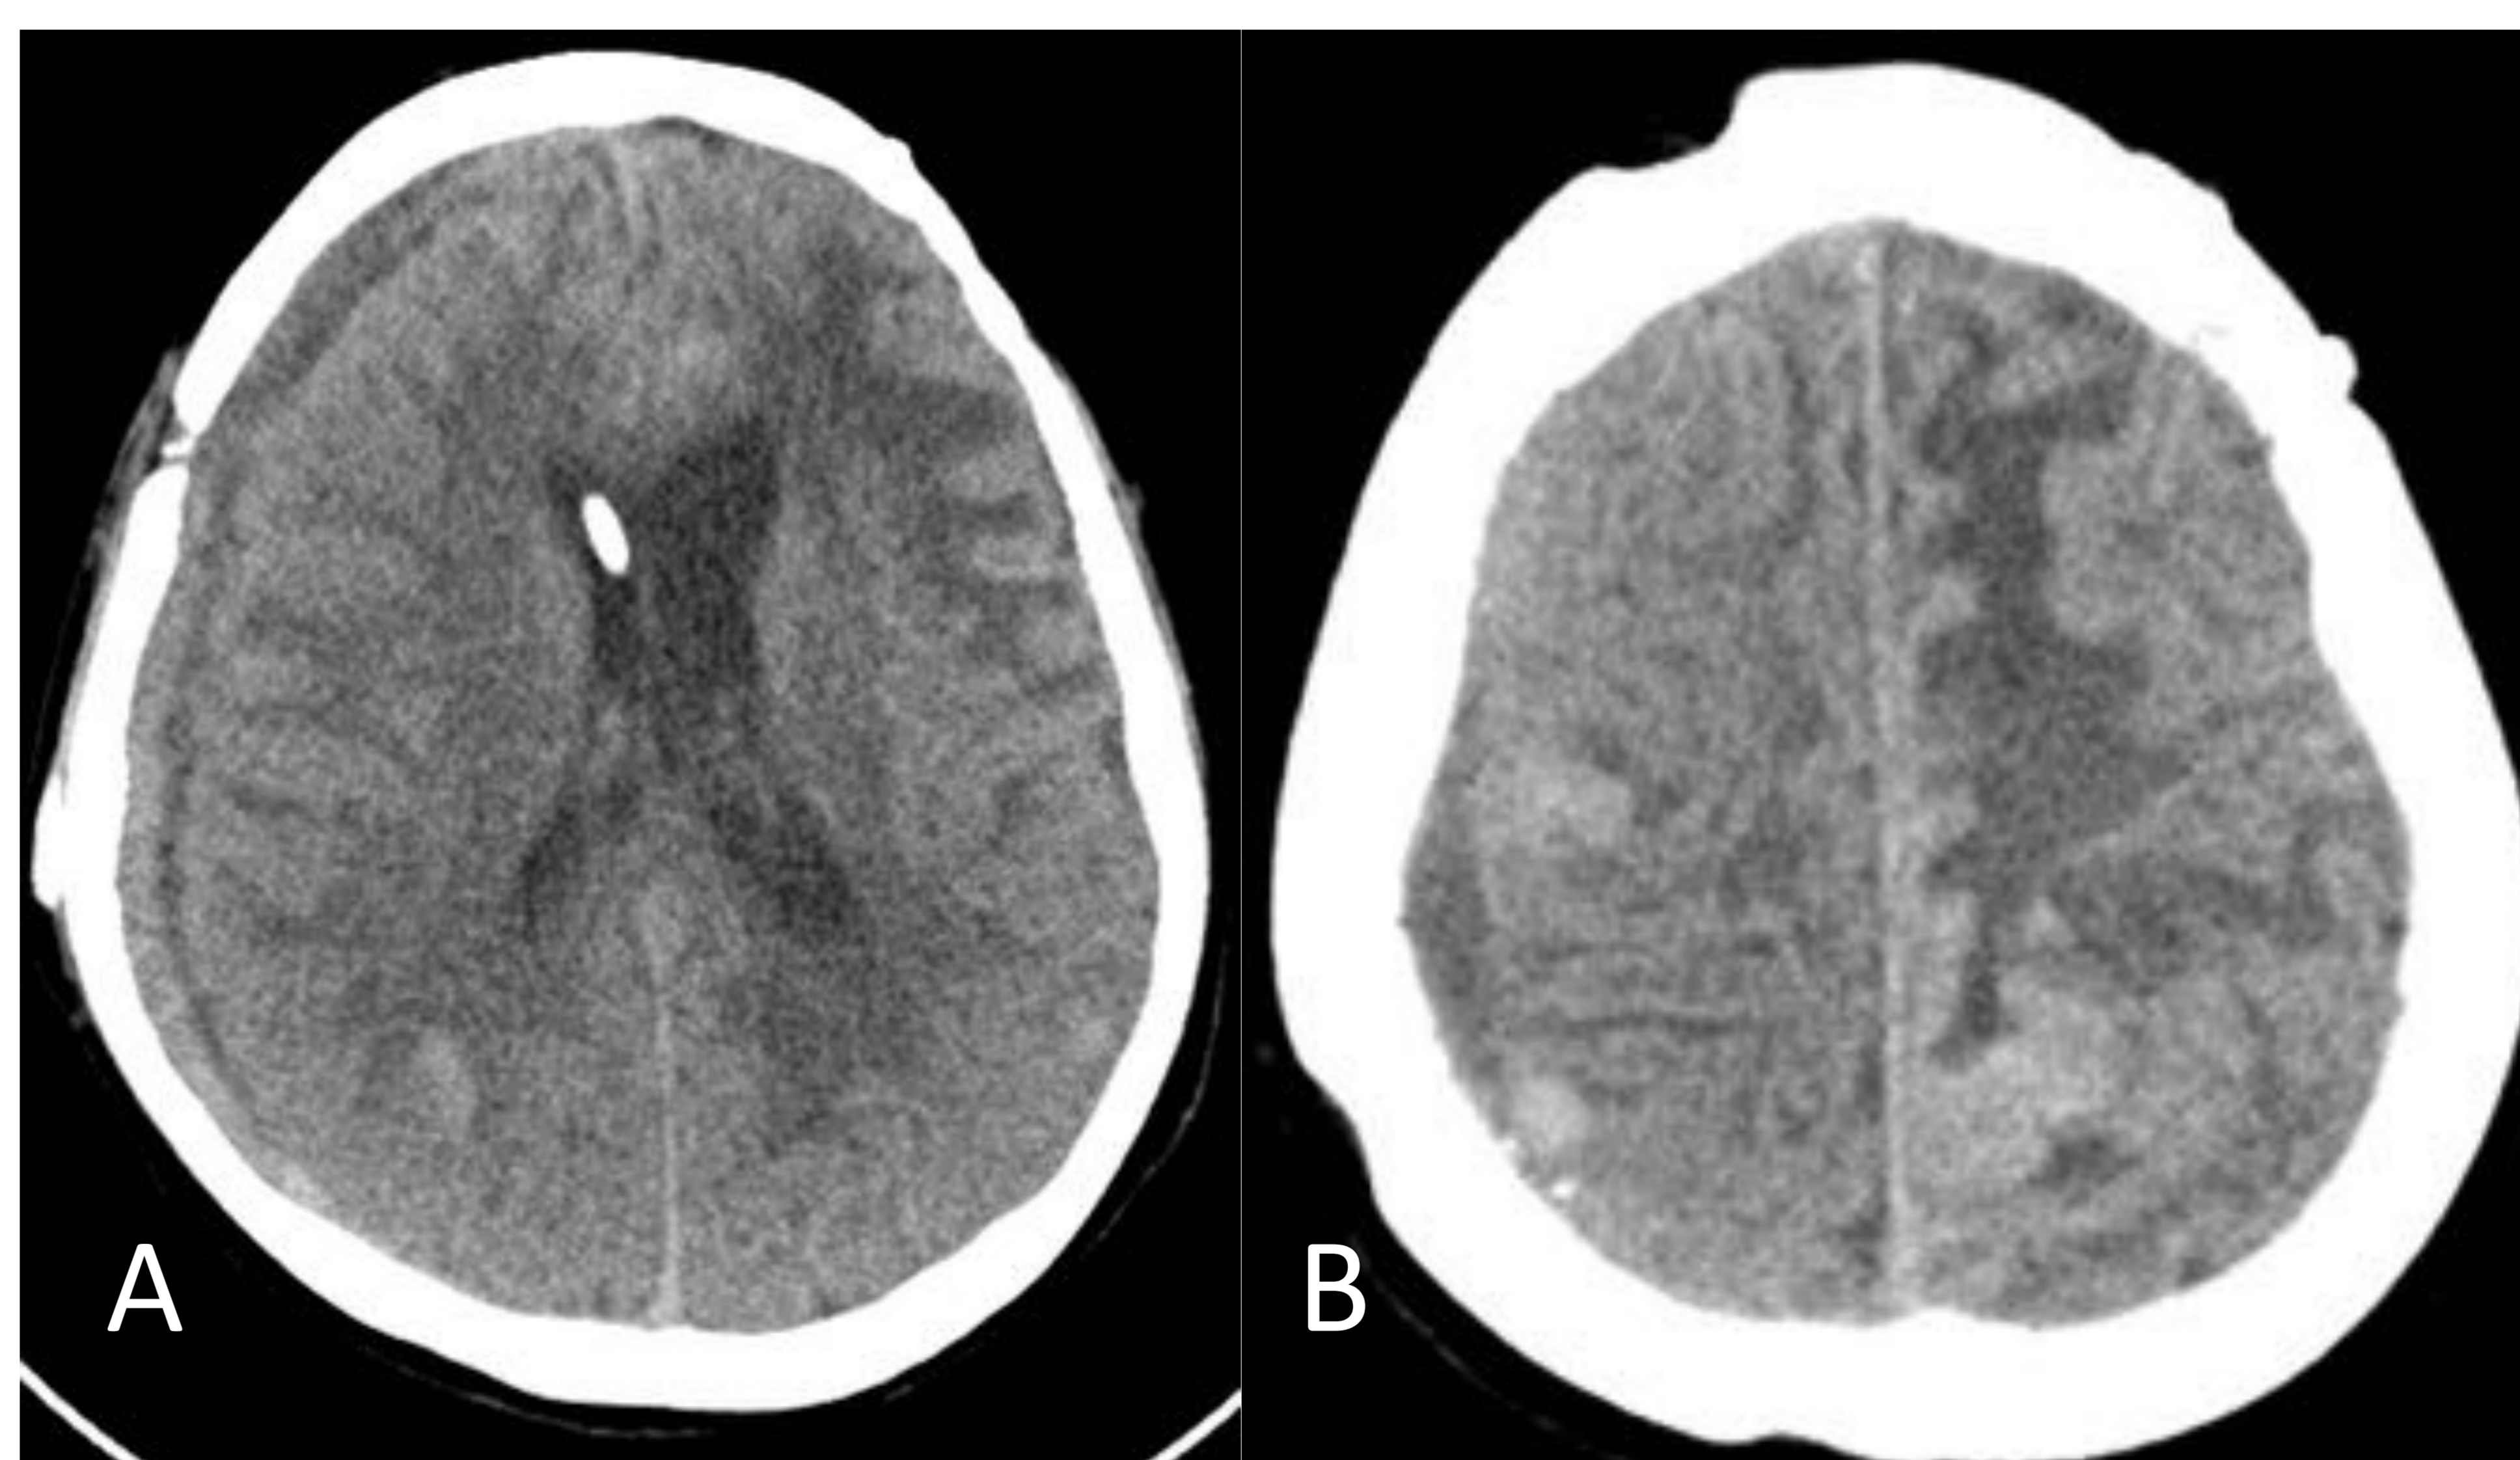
A y B: TC sin contraste. Aparición de colección subdural hiperdensa con hiperdensidad de la meninge y gran edema frontal subcortical, mayor que en TC previo. Catéter de derivación en A.
